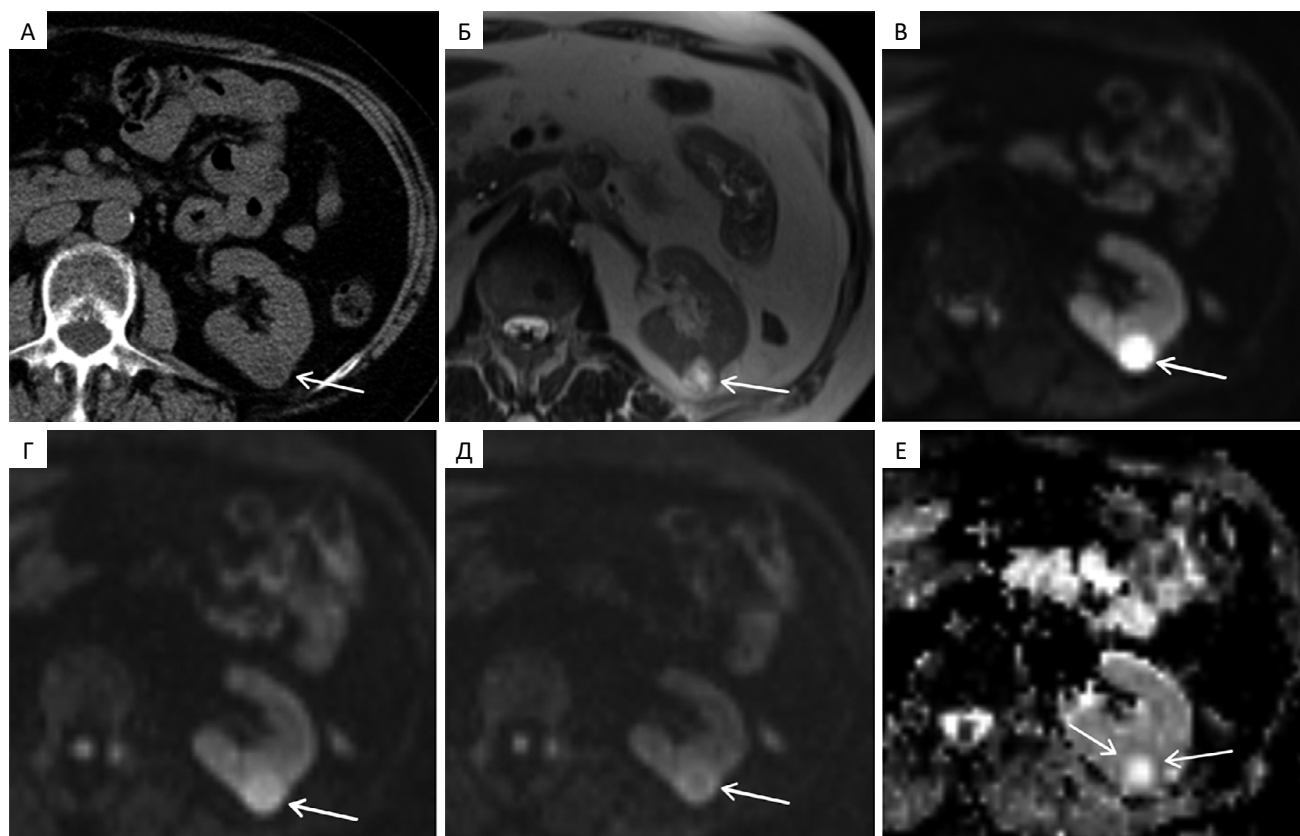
Аксиальные компьютерная томограмма (А), МР-томограмма в T_2 (Б) и диффузионно-взвешенные МР-томограммы брюшной полости (с различными факторами b -value) пациентки С. 71 года с онкоцитомой левой почки. В — b -фактор = 50 c/mm^2 , Г — = 400 c/mm^2 ; Д — = 800 c/mm^2 ; Е — карта измеряемого коэффициента диффузии (ИКД-карта). По задней поверхности левой почки — округлое кистозное образование (до 1,8 см в диаметре), гиподенсивное в нативную фазу при КТ (А) и гиперинтенсивное при МРТ в T_2 (Б), а также при ДВ МРТ с низким значением b -фактора (В) и на ИКД-картах (Е). Кроме того, на ИКД-картах отчетливо определяется гипоинтенсивный периферический (кольцевидный) ободок (стрелки)
